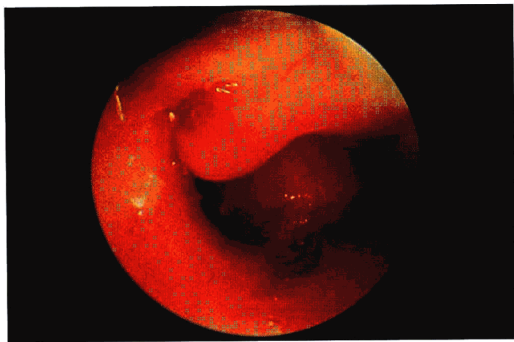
宫腔镜检查发现(图18.16所见)为增生黏膜,突向宫腔造成子宫X线片上的充盈缺损。
